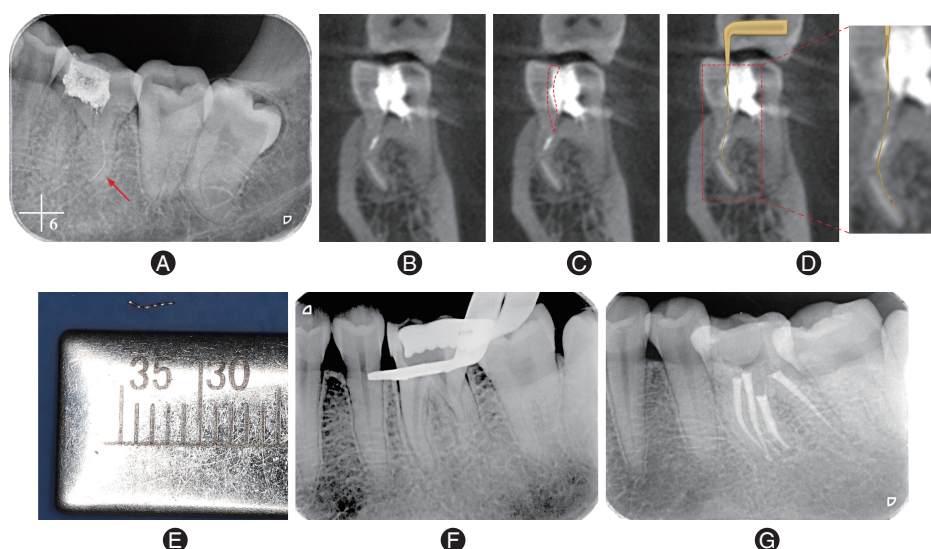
超声法取左下第一磨牙远舌根管根尖段分离器械 A:根尖片显示36远舌根管根尖段重度弯曲,弯曲下段高密度影(红色箭头示);B:锥形束CT(CBCT)分析分离器械的长度、根管形态、分离器械与根管三维方向的位置关系;C:CBCT分析取出远舌根尖段分离器械需去除的牙本质量;D:预弯10#~15#超声K锉,沿分离器械弯曲内侧去除牙本质,松解分离器械并取出;E:取出的分离器械,长度约4.5 mm,发生解螺旋的K锉;F:取出分离器械后根尖片显示根管内无残留;G:根充完成后根尖片。
